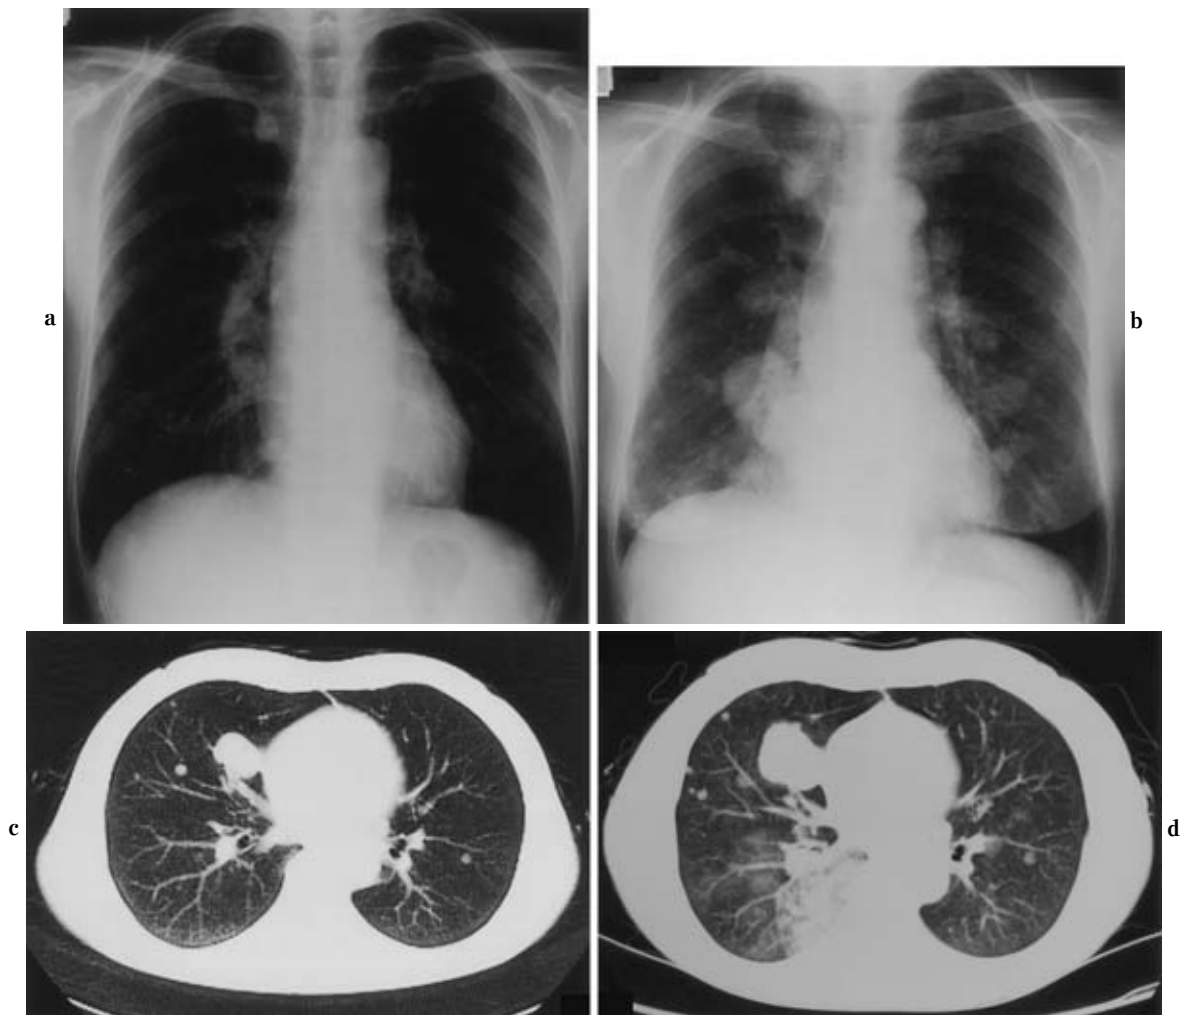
a. Chest X-ray film in December 1987. b. Chest X-ray film on admission showing multiple lung tumors and consolidation of the right lung. c. Chest CT in December 1987. d. Chest CT on admission.
